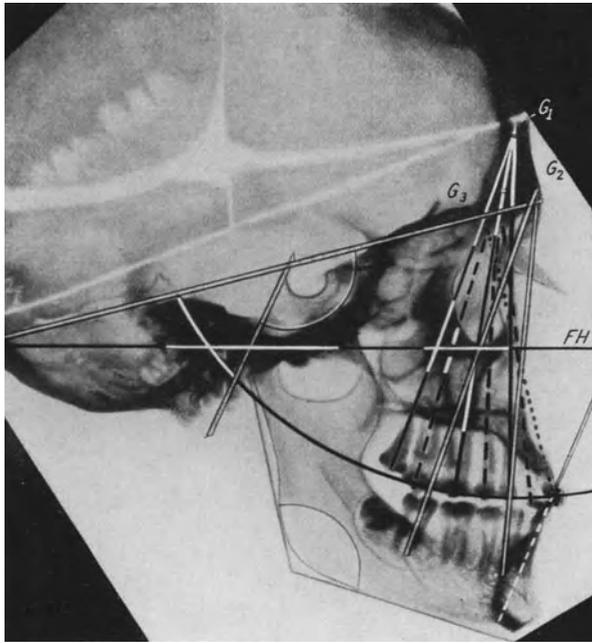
Fernröntgenaufnahme (bei 2 m Distanz) einer Schädelhälfte mit Konstruktionslinien für die Gebißkegel. Die Zahnachsen der oberen Backenzähne konfluieren an der inneren Wand des Sinus frontalis bei  $G_1$ , die der unteren Backenzähne an der äußeren in der Gegend der Glabella bei  $G_2$ . Die Zahnachsen der Frontzähne bilden den vorderen Gebißkegel, dessen Spitze meist etwas tiefer und mehr nach rückwärts gelegen ist ( $G_3$ ). — Die Zahnachsen der unteren Frontzähne sind meist parallel zur hinteren Fläche des Corpus ossis sphenoidalis (Clivus). Die Kauflächen liegen auf einer Kugeloberfläche, die distal ansteigt (Speesche Kurve). (Nach Cieszyński in Fortschritte der Orthodontik.)
